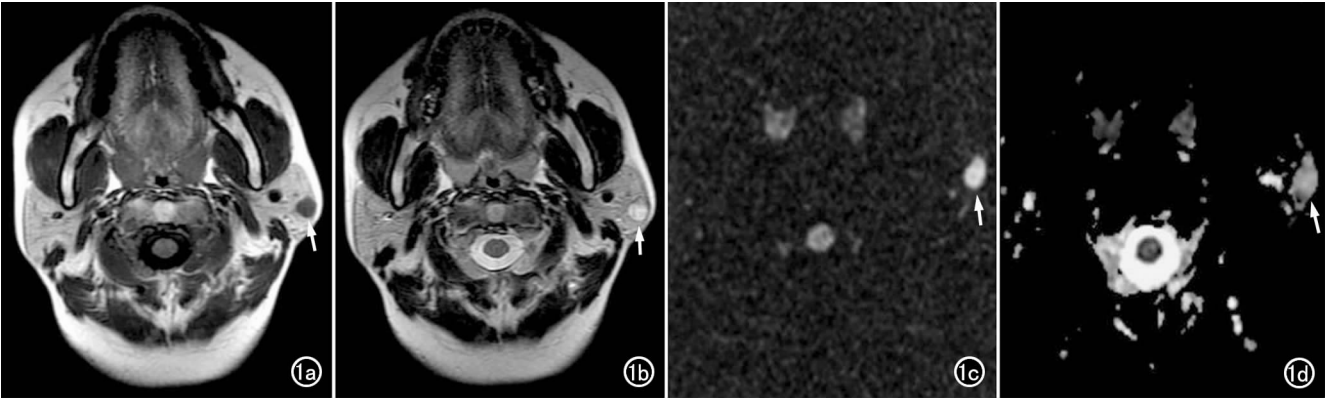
左侧腮腺多形性腺瘤。a) T₁WI 示肿瘤位于左侧腮腺浅叶,呈稍低信号(箭);b) T₂WI 示肿瘤呈高信号(箭),并可见低信号环绕,病变边界清楚;c) DWI 示肿瘤呈高信号(箭);d) ADC 图示肿瘤呈稍高信号(箭)。
